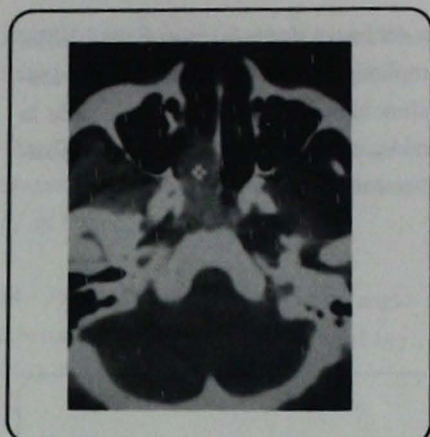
Caso 3, TC corte axial de ANJ limitado a la rinofaringe.
